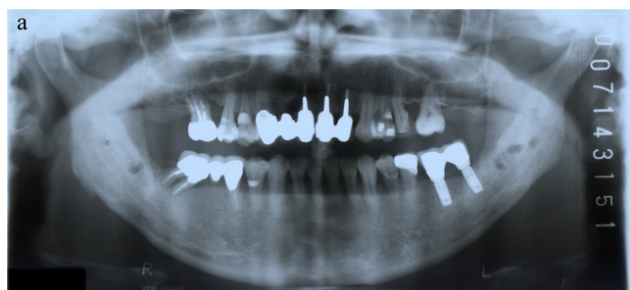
Three years retention panoramic and cephalometric radiographs.
